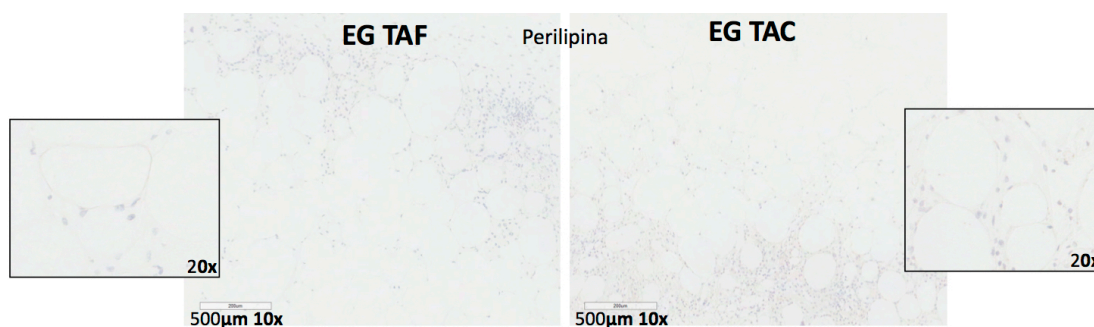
Imuno-histoquímica com coloração para perilipina de EG TAF (lado esquerdo) e EG TAC (lado direito).
